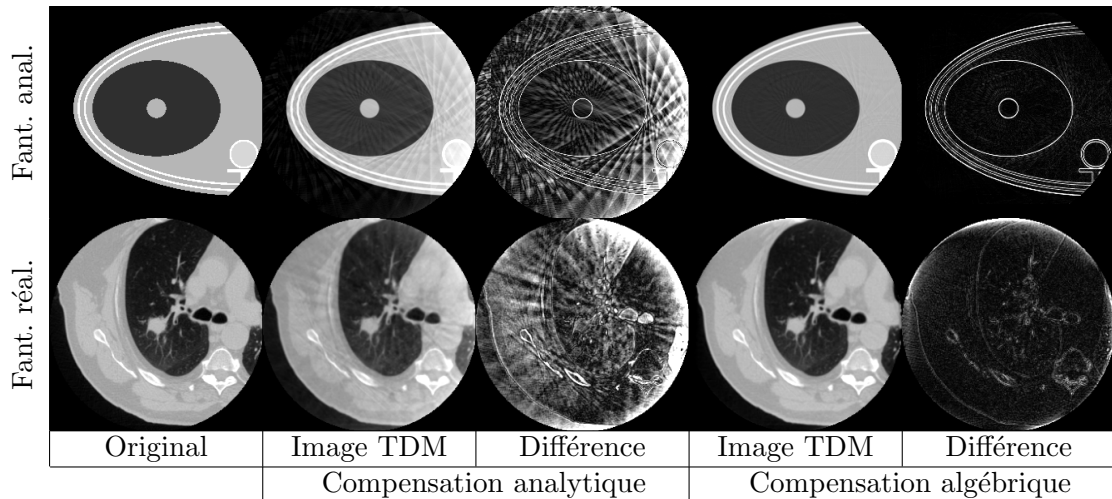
Comparaison des coupes axiales au niveau de la tumeur de l’image originale du fantôme et des images reconstruites avec compensation du mouvement par une méthode analytique heuristique et une méthode algébrique. La fenêtre des images TDM est $[0;1.4]$ et celle des images des différences absolues avec l’image originale $[0;0.2]$.
